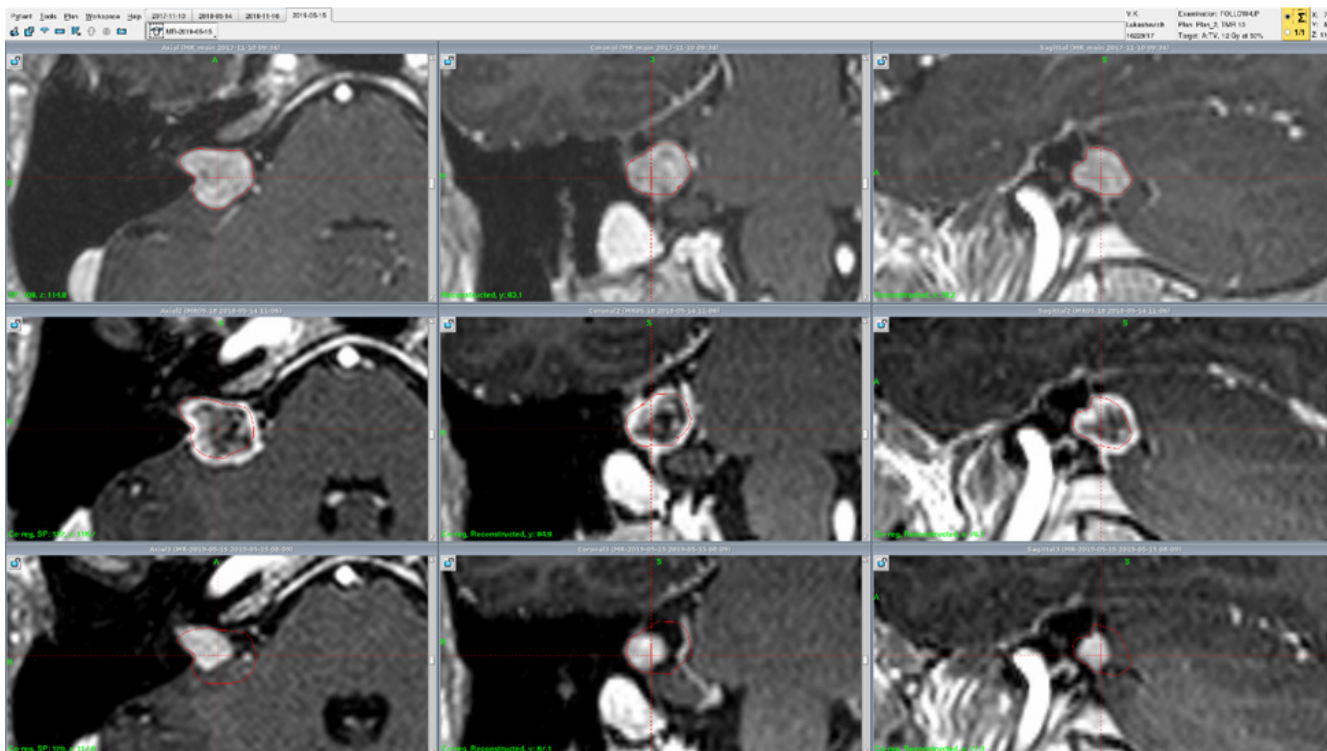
Верхний ряд – МРТ-сканы во время РХ; средний ряд – МРТ-сканы первого контроля; нижний ряд – МРТ-сканы второго контроля; левый столбец – аксиальные срезы; средний столбец – фронтальные срезы; правый столбец – сагиттальные срезы
